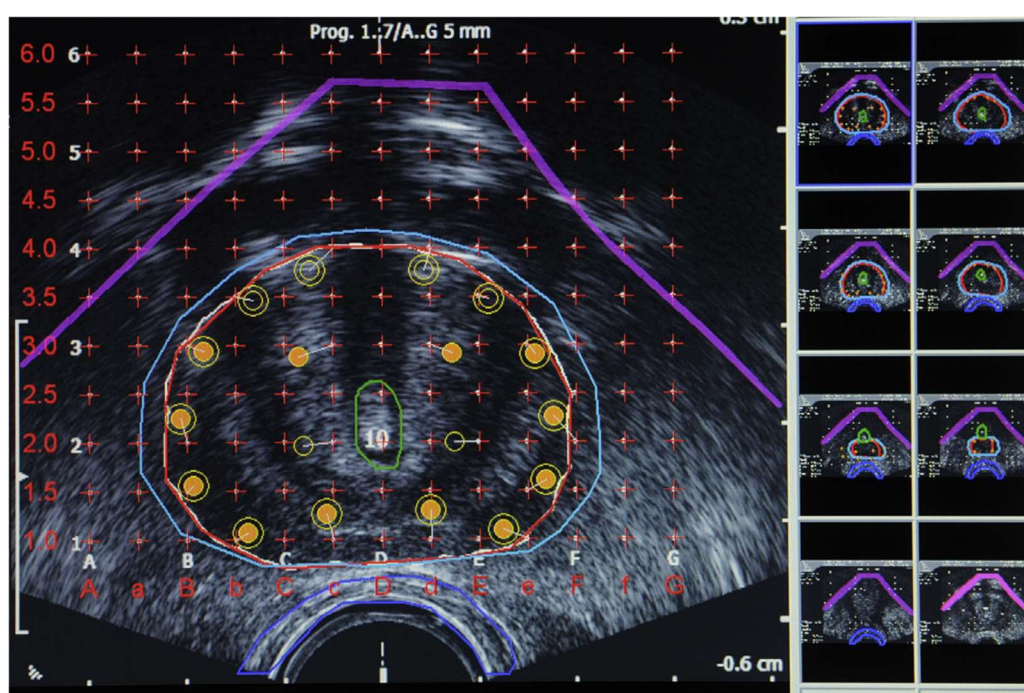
Imagem de sonografia transversal das sementes implantadas na próstata. É possível observar o volume-alvo crítico a vermelho, o reto a azul e a uretra a verde. Os círculos preenchidos indicam a posição das sementes, e os círculos vazios indicam o trajeto da agulha. O arco púbico encontra-se delimitado a roxo. Adaptado de (9)
